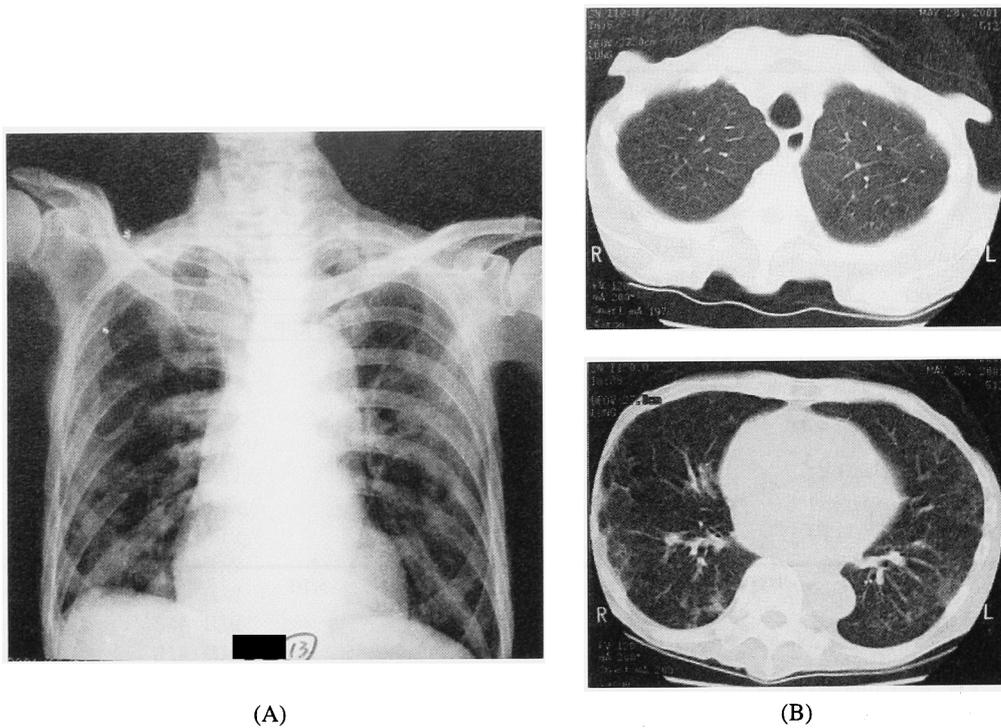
Chest X-ray (A) and CT scan (B) on May 28th
